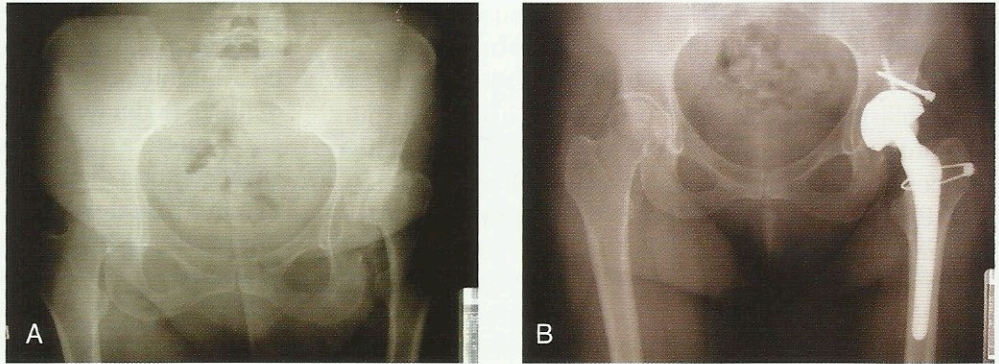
(A) Esame radiografico di una paziente di 38 anni con esiti di displasia congenita dell'anca sinistra. (B) Esame radiografico dopo intervento chirurgico di ricostruzione del ciglio acetabolare e posizionamento di artroprotesi.
